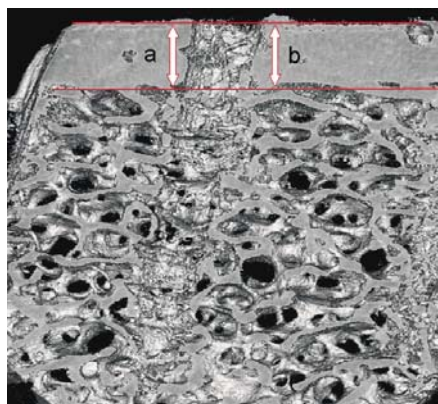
Micro-computer tomography for measuring compacta thickness. Measurement at two sites next to implantation and calculation of mean value (a, b).
